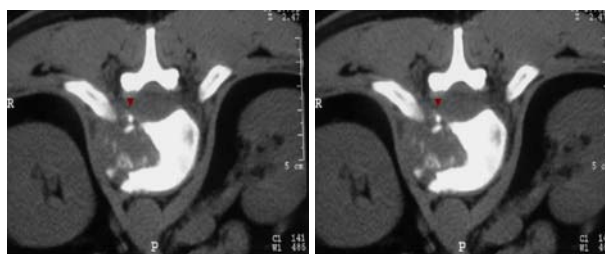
(a) e (b). Dois exemplos de biópsias guiadas por TC. As biópsias confirmaram espondilodiscite TB. Em (a) é possível identificar um pequeno sequestro ósseo (seta) sugestivo de infecção.
